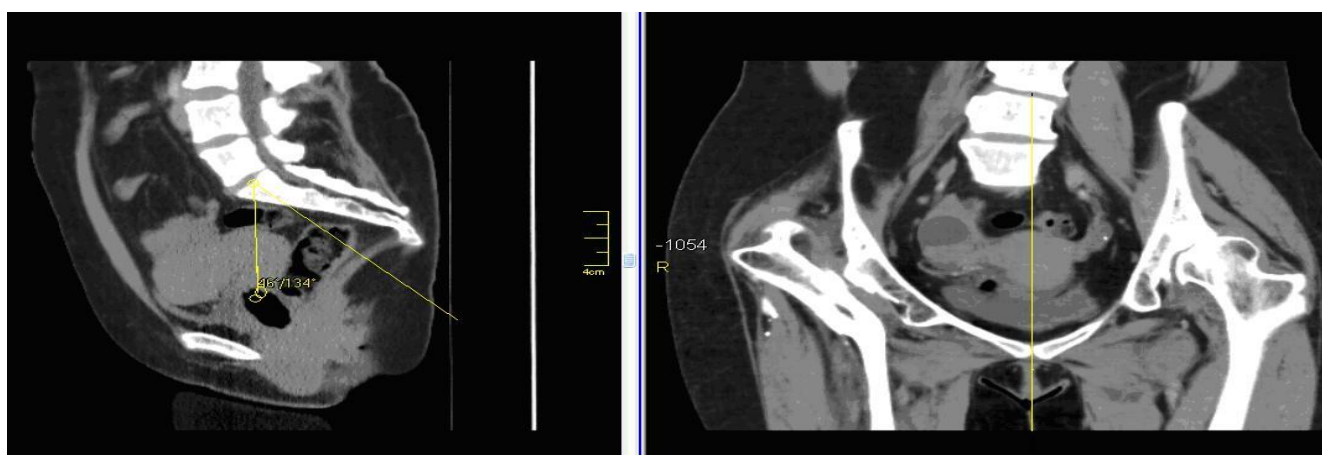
Томограммы пациентки Х., 44 лет, в прямой и боковой проекциях с построением истинного PI
